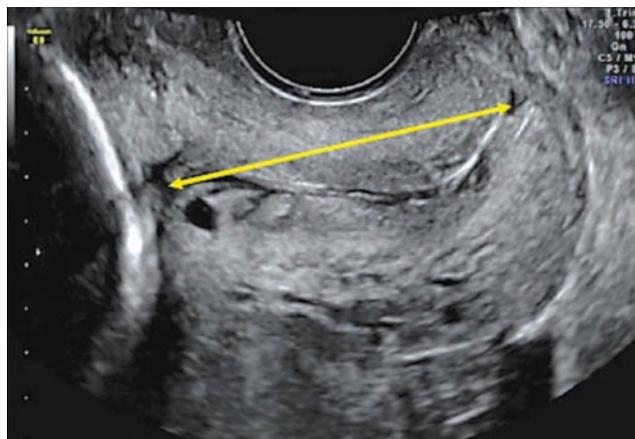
Imagen de ultrasonido transvaginal de un cérvix normal. Muestra la forma de medir longitud cervical, utilizando la técnica de línea recta.
